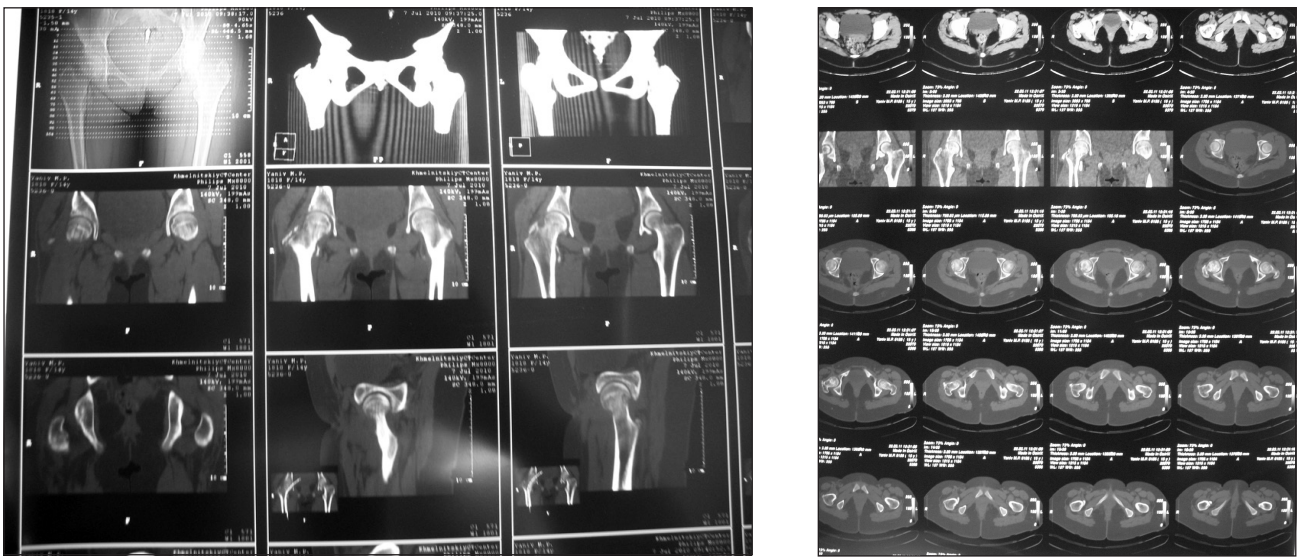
Комп'ютерні томографи кульшових суглобів хворої М. через 6 та 11 міс після травми
